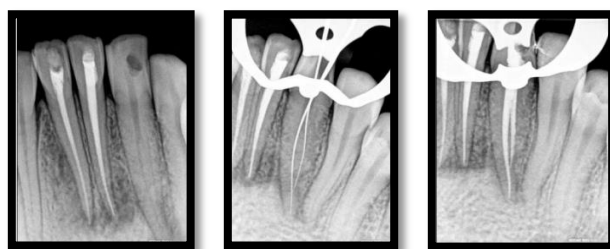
reporte de caso, paciente 41 años, dolor moderado desde hace 15 días, radiografía periapical que muestra abrupta interrupción del conducto principal a nivel del tercio medio bifurcándose, conductometría que
